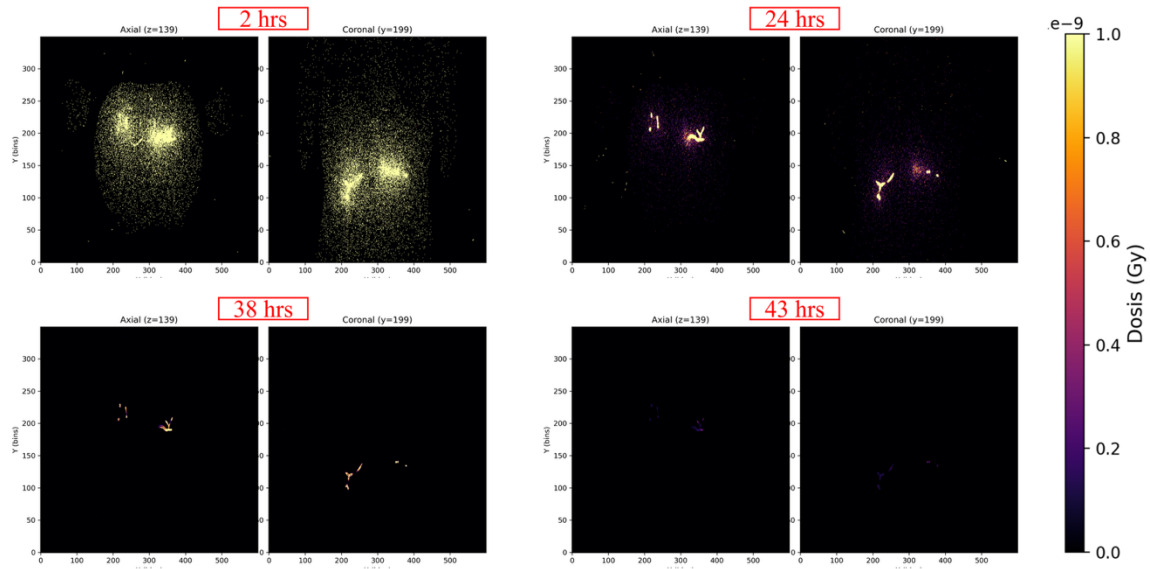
Evolución temporal de la distribución espacial de dosis en la región abdominal para el radiofármaco ^{177}Lu – iPSMA – BN
